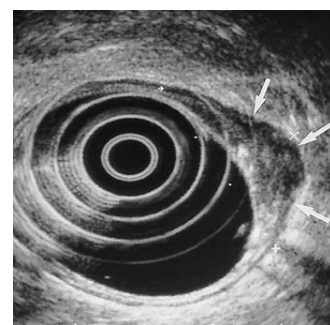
Cancer du rectum à 12 cm de l'anus, stade T2N0. Ultrason endoscopique. Masse peu échogène (x 1 cm, flèche) avec infiltration jusqu'à la tunique musculaire propre.
